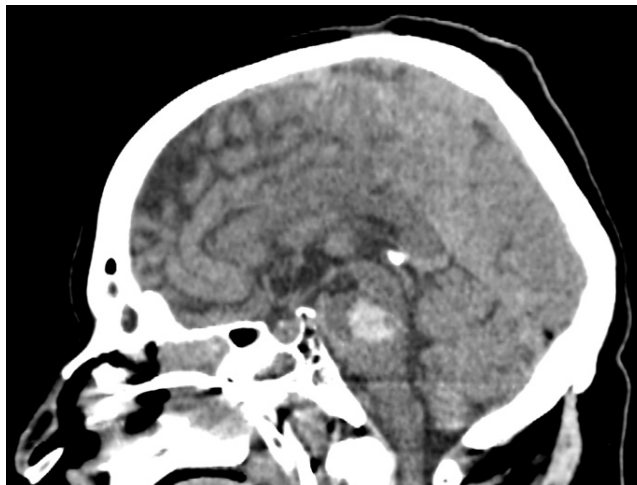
КТ головного мозга пациентки в день поступления в клинику
